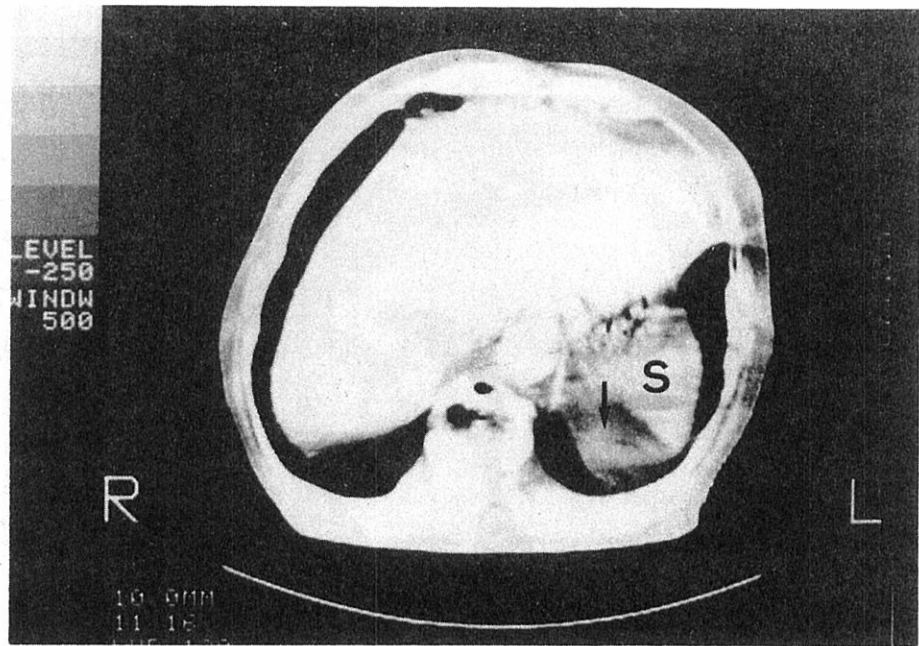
Computed tomography showed the upper portion of the left kidney (arrow) herniated into the thoracic region and the spleen was located anterolaterally to the left kidney (MF [redacted]).
